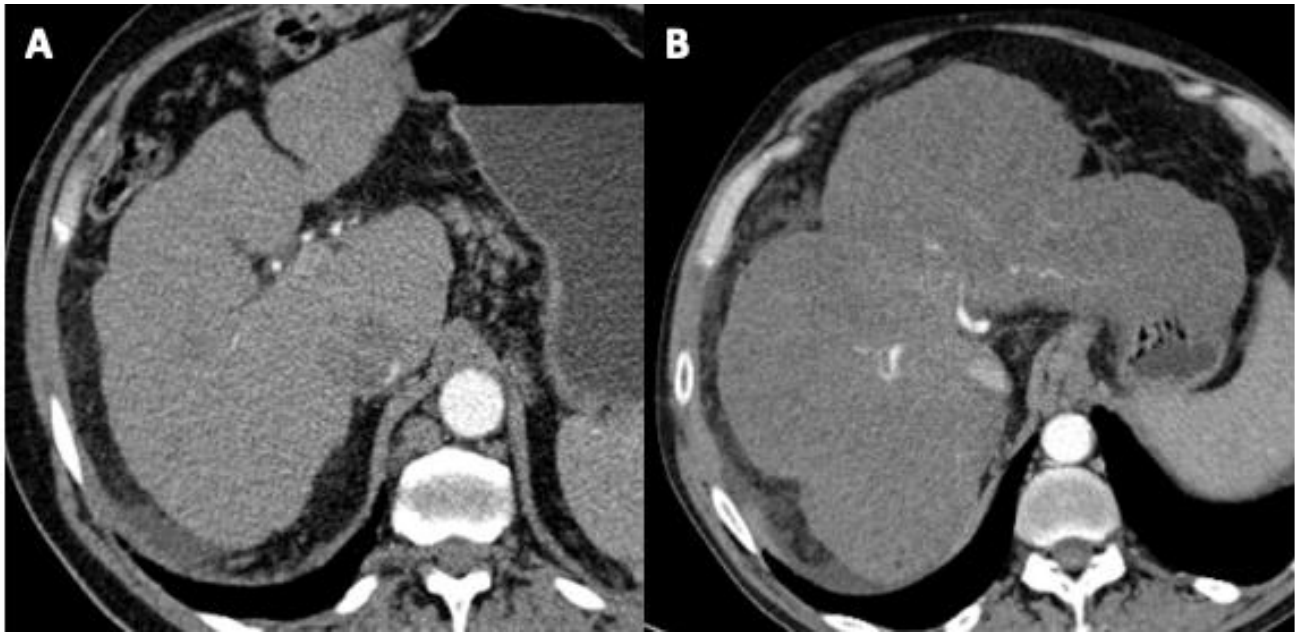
TC abdominopélvica donde se muestran hallazgos radiológicos compatibles con cirrosis/pseudocirrosis hepática. A. Hígado de contornos nodulares y con disminución del tamaño del lóbulo derecho. Se visualizan además estructuras tubulares en el ligamento gastrohepático compatibles con varices y una pequeña cantidad de líquido libre perihepático. B. Hígado de contornos marcadamente nodulares, con hipertrofia del lóbulo izquierdo, asociando disminución de la atenuación y aspecto heterogéneo de su parénquima.
